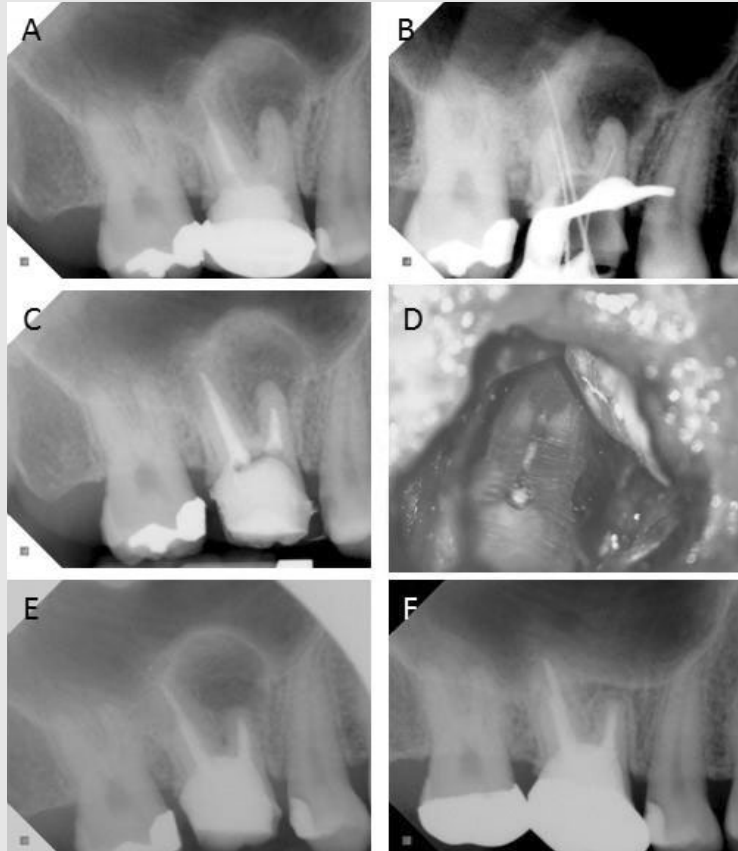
(A) 초진 intra-oral x-ray. 불완전한 충진을 보이는 mesio-buccal root가 관찰된다. (B) 재근관치료 CLM x-ray. Mesio-buccal root의 apex negotiation에 실패하였다. (C) Canal filling x-ray. 짧게 충전된 mesio-buccal root가 관찰된다. (D) 수술 중 절단된 치근면 관찰 사진. MB canal은 gutta-percha로 충전되어 있으나 missing된 MB2 canal과 isthmus가 관찰되었고, 재근관치료 실패의 원인으로 생각된다. (E) 미세 치근단 수술 직후 x-ray. (F) 4년 follow-up x-ray. 완전히 치유된 것을 확인할 수 있다.
